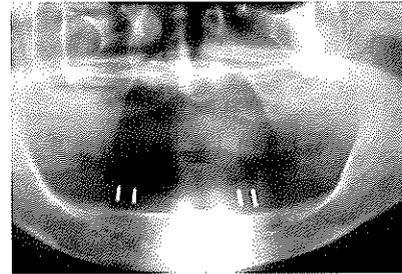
진단용 stent를 이용해서 촬영한 환자의 방사선 사진소견 : 임플란트 식립 위치, 길이, 수를 결정한다.
